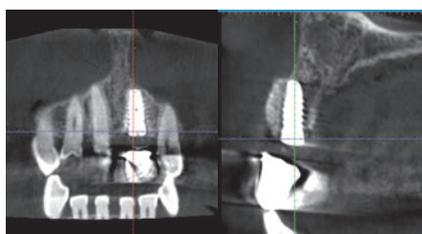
インプラント埋入3ヵ月後CT。周囲の骨は維持されている。
